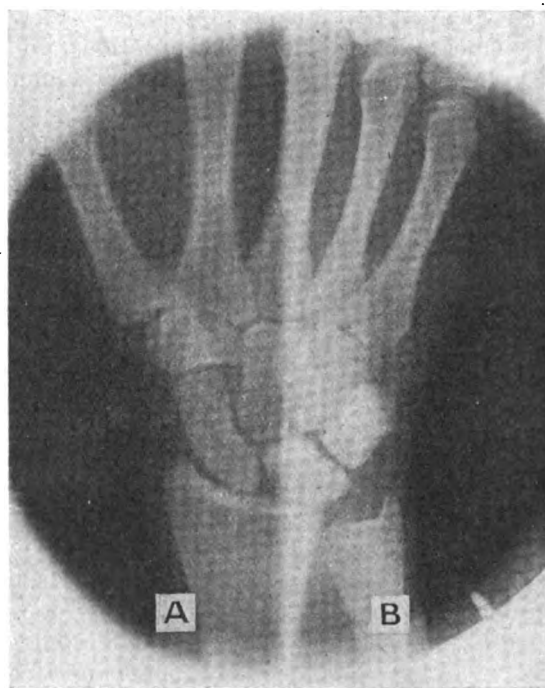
Radiographie sur plaque (épreuve négative).
